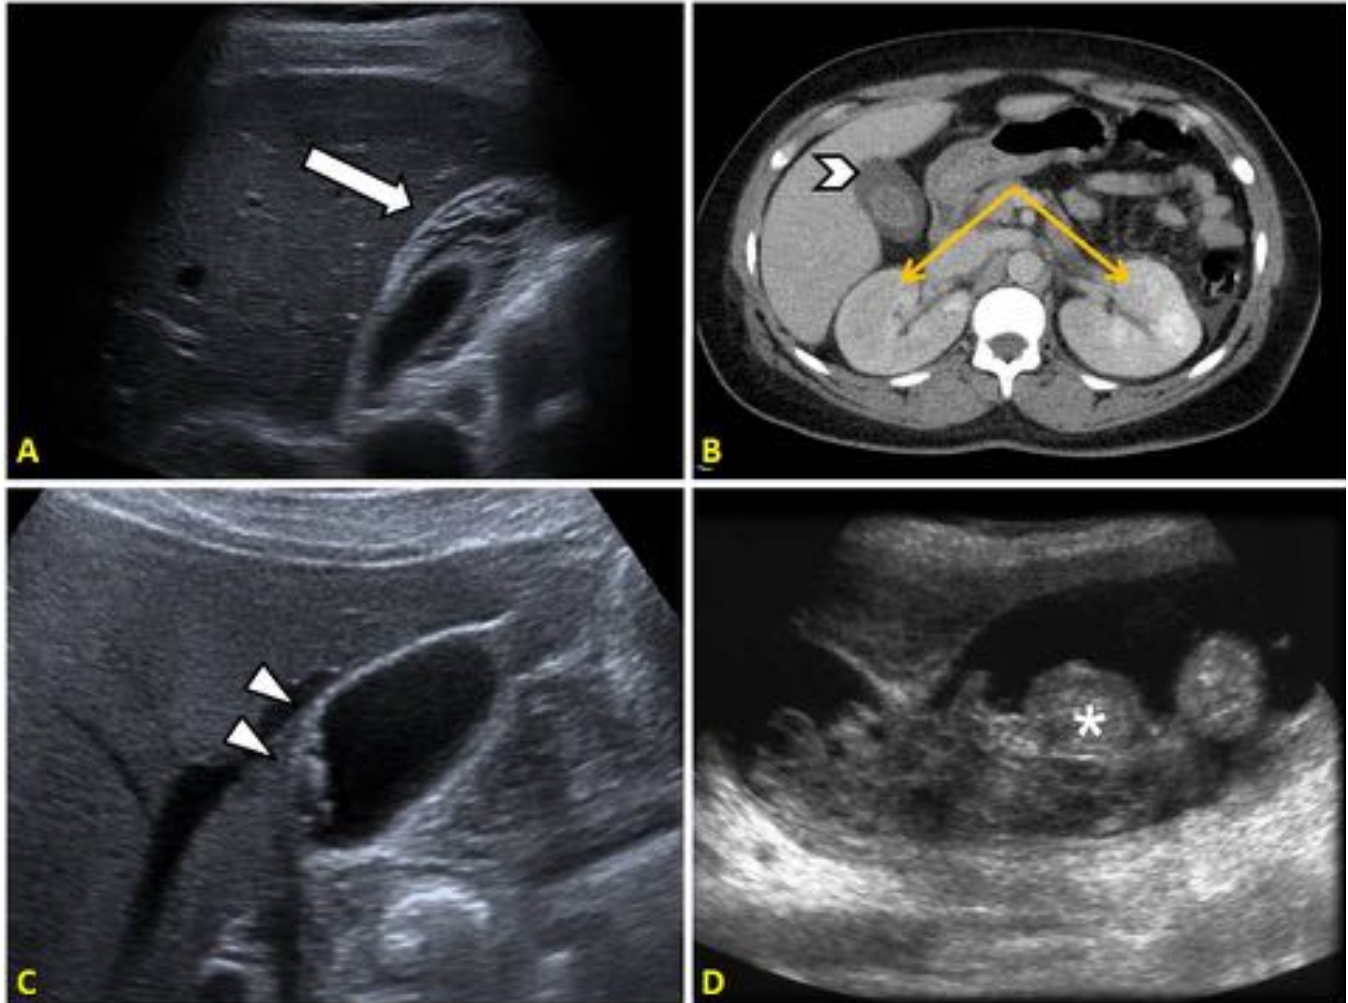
El edema/engrosamiento de pared es un signo poco específico. (A): Ecografía que muestra edema estratificado de pared vesicular, secundaria a pielonefritis bilateral, confirmado por TC abdominopélvico (B, flechas). Edema de pared vesicular (cabeza de flecha) (C): Engrosamiento irregular focal compatible con adenomiomatosis. (D): Engrosamiento mamelonado de vesícula (asterisco) con contenido, que reveló carcinoma vesicular en CA.
